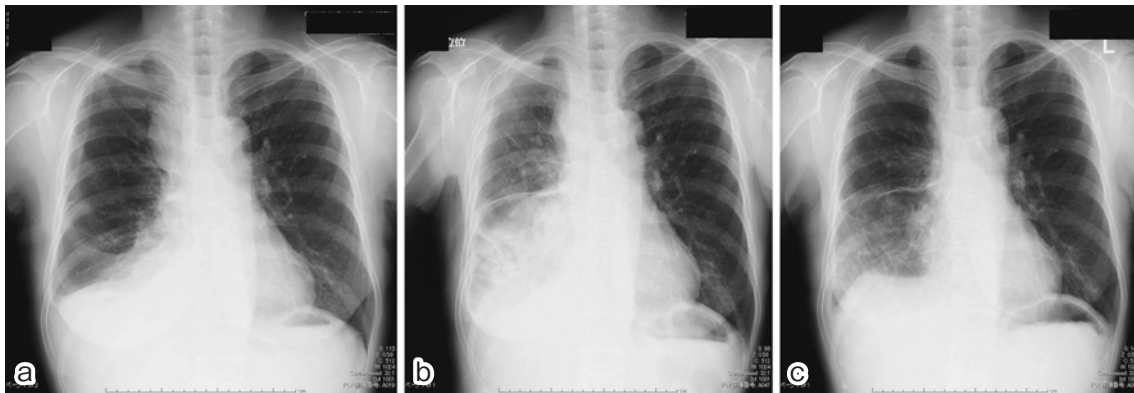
a: Chest radiography on first admission showing right pleural effusion. b: Chest radiography before treatment of erlotinib showing reticulo-nodular shadow in the right lower lung field. c: Chest radiography after 6 months treatment of erlotinib showing partial response.
